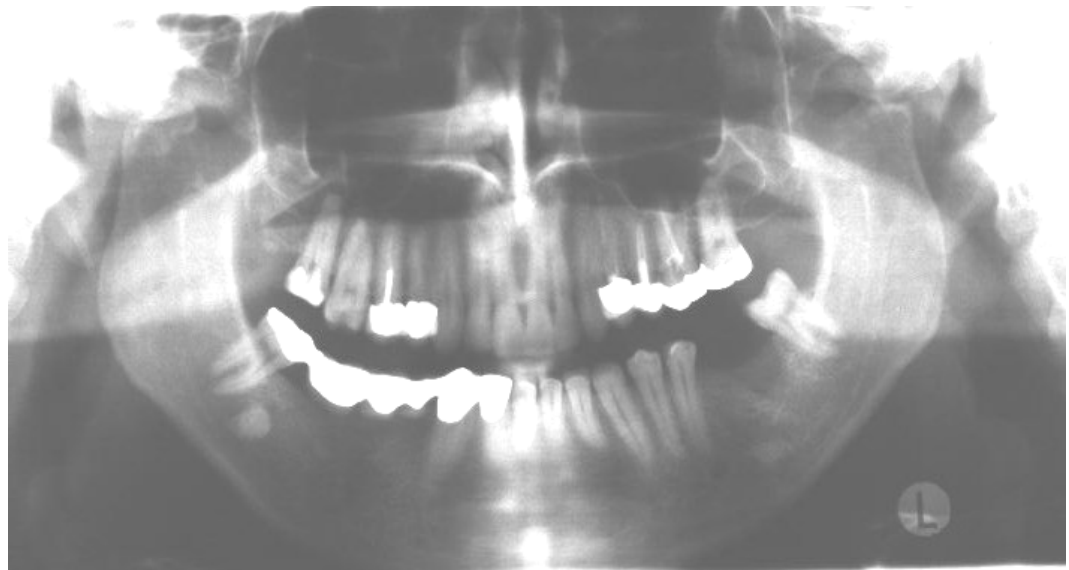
Röntgenaufnahmen post OP und bei der Nachuntersuchung (8a 3m) von Patient Nr. 35.
